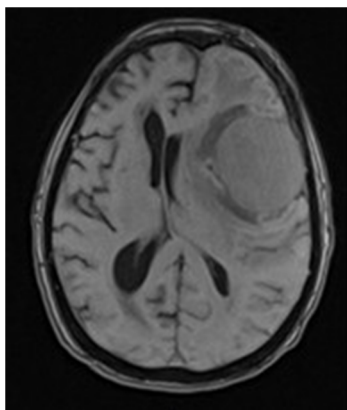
RMN de cráneo. Corte axial. Ponderación T1.
